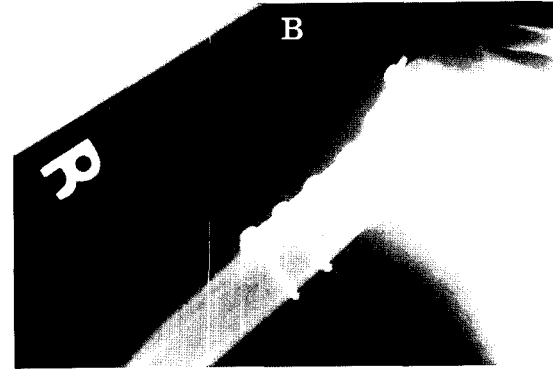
A 34 old male patient injured by traffic accident. The roentgenograph shows three part fracture of the Rt. proximal humerus.
